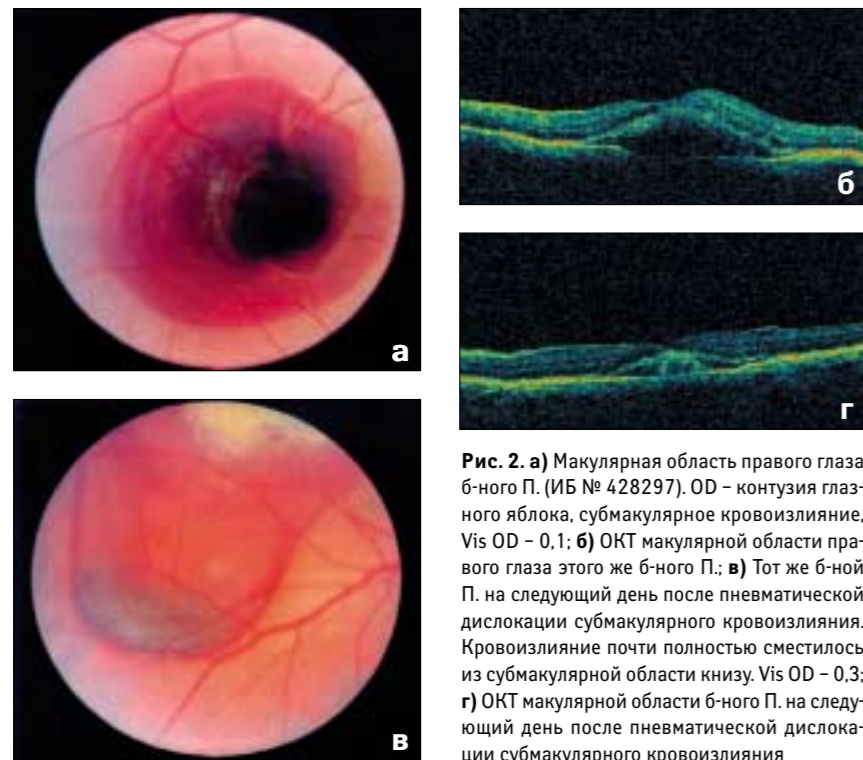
а) Макулярная область правого глаза б-ного П. (ИБ № 428297). OD – контузия глазного яблока, субмакулярное кровоизлияние, Vis OD – 0,1; б) ОКТ макулярной области правого глаза этого же б-ного П.; в) Тот же б-ной П. на следующий день после пневматической дислокации субмакулярного кровоизлияния. Кровоизлияние почти полностью сместилось из субмакулярной области книзу. Vis OD – 0,3; г) ОКТ макулярной области б-ного П. на следующий день после пневматической дислокации субмакулярного кровоизлияния
